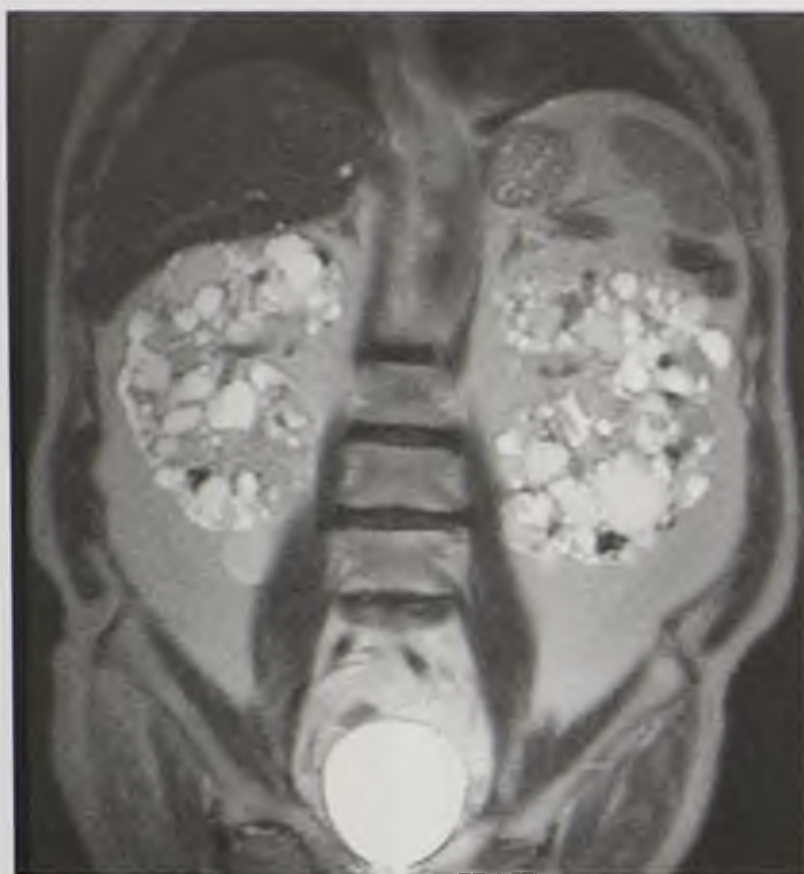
Магнитно-резонансная томограмма во фронтальной плоскости. Изменения почек при поликистозной болезни взрослых
